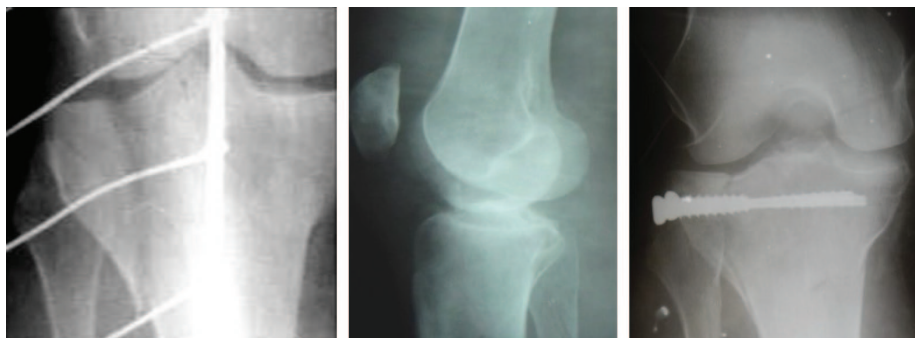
Рентгенограми перелому тип ВІІ до та після оперативного втручання з використанням артроскопічної техніки та фіксації запропонованою конструкцією
